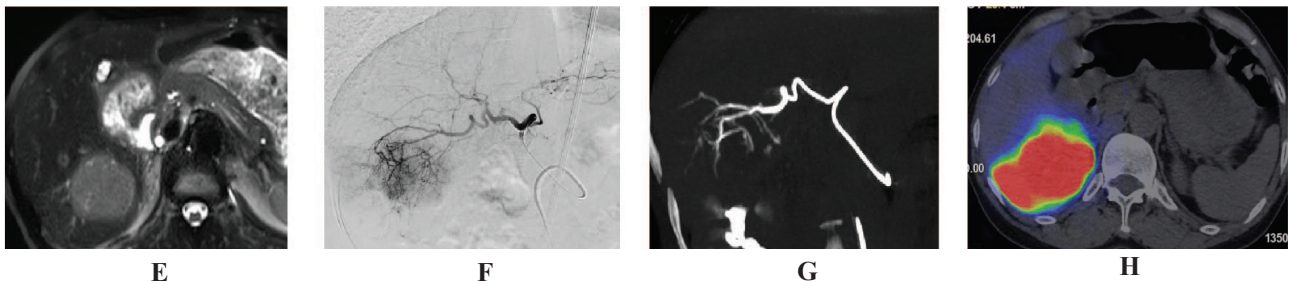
A-B: U gan trên DSA – Angio CT 3D; C-D: U gan sau nút mạch TACE
